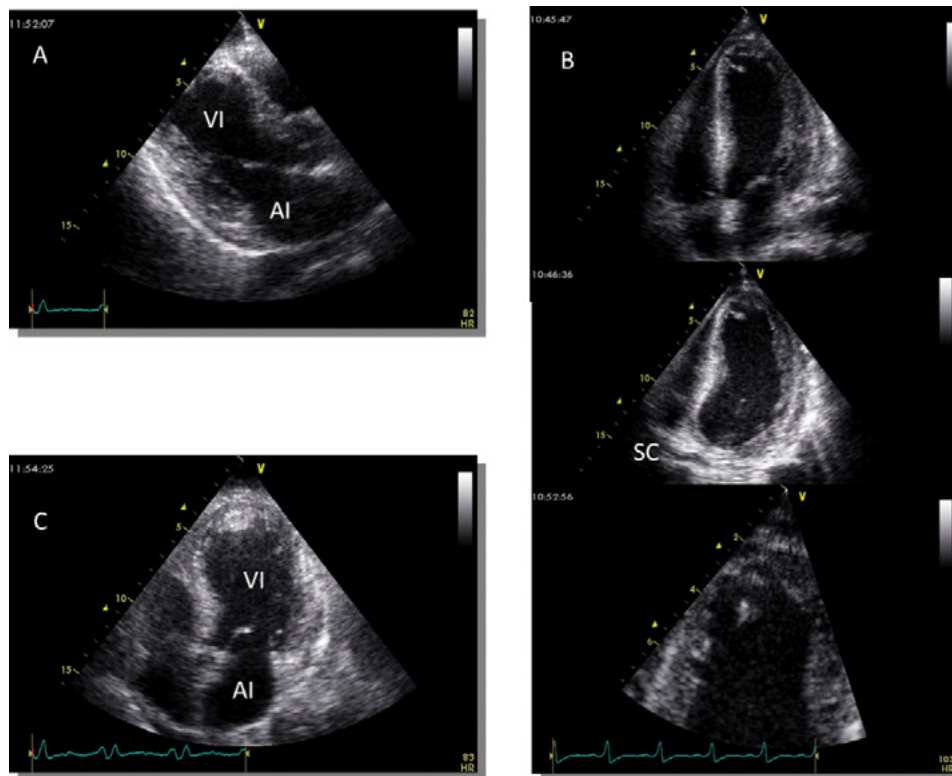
Ecocardiograma transtorácico. Paciente con infarto apical y varios trombos en ápex. Desde la aproximación apical, con angulación posterior del transductor (B), es posible explorar segmentos basales del ventrículo izquierdo, se idéntica el seno coronario. AI= Aurícula izquierda, SC= Seno coronario, VI= Ventrículo izquierdo.
